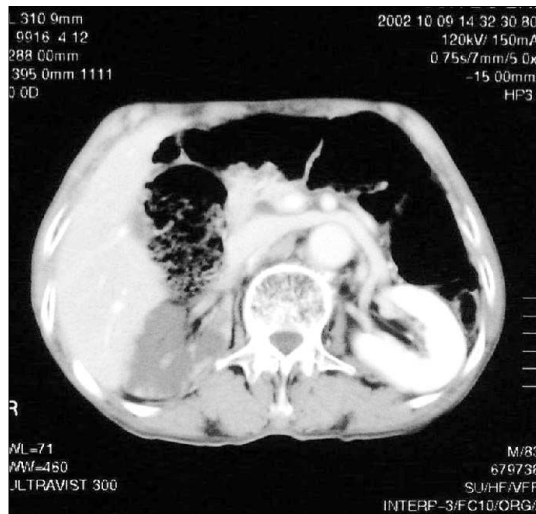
Abdominal CT at admission. Postcontrast CT scan shows failure of medullary enhancement with relatively highly enhanced cortex.
